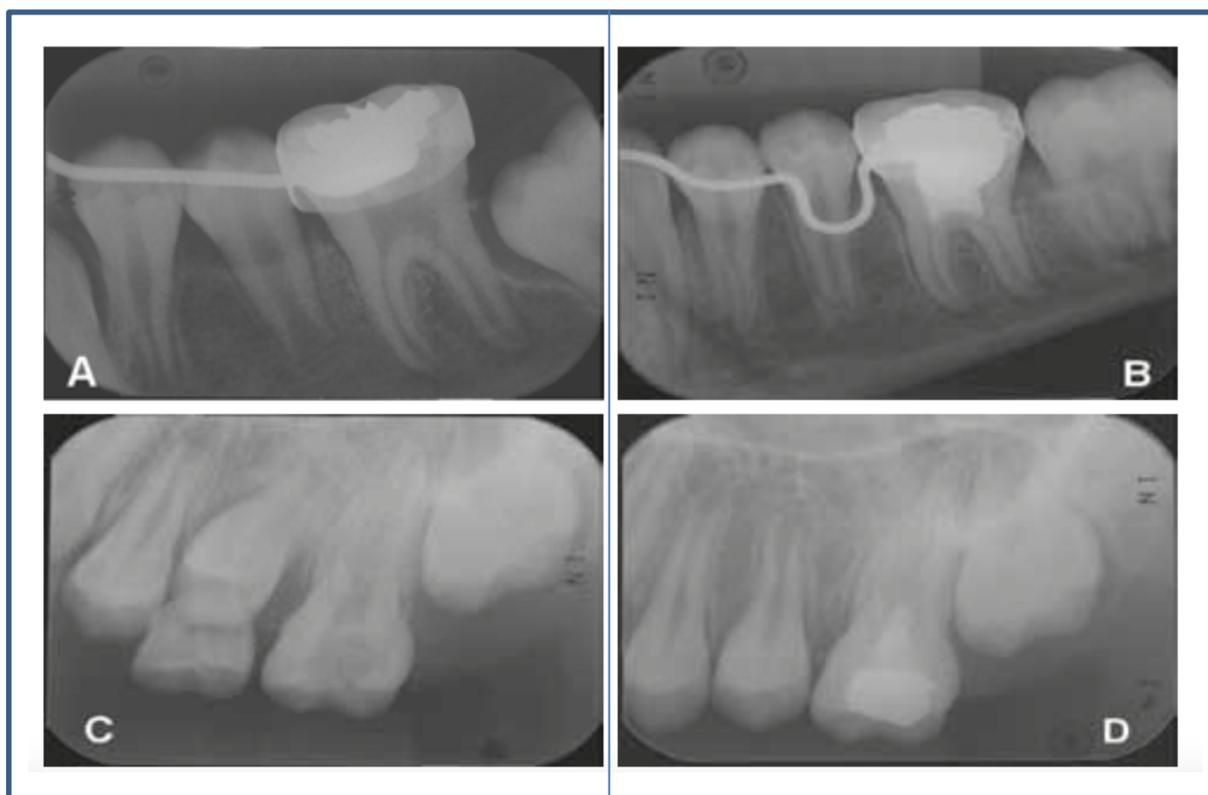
pulpotomies cervicales sur des dents permanentes immatures à l'aide de MTA. A : reprise de carie sous l'ancienne restauration (amalgame recouvert d'une couronne), l'examen clinique permet de poser le diagnostic de pulpite réversible. B : Suivi à 18 mois, la formation radiculaire a suivi son cours, la dent est asymptotique. C : La patiente est âgée de 10 ans, une carie importante est constatée sur la première molaire maxillaire gauche. L'examen clinique indique une atteinte réversible de la pulpe. Après le curetage carieux, le tissu pulpaire coronaire est retiré, et du MTA est déposé, avant de restaurer la dent à l'aide d'un amalgame. D : Suivi à 18 mois, à la radiographie les tissus péri-radicaux ne montrent aucune anomalie, la dent est asymptotique [41].
